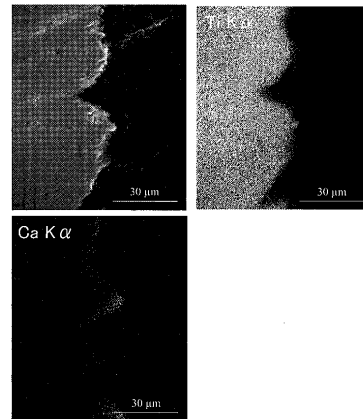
CaTiO₃インプラント試料断面の二次電子像 (左上) と特性X線像 (Ca Kα, Ti Kα)
